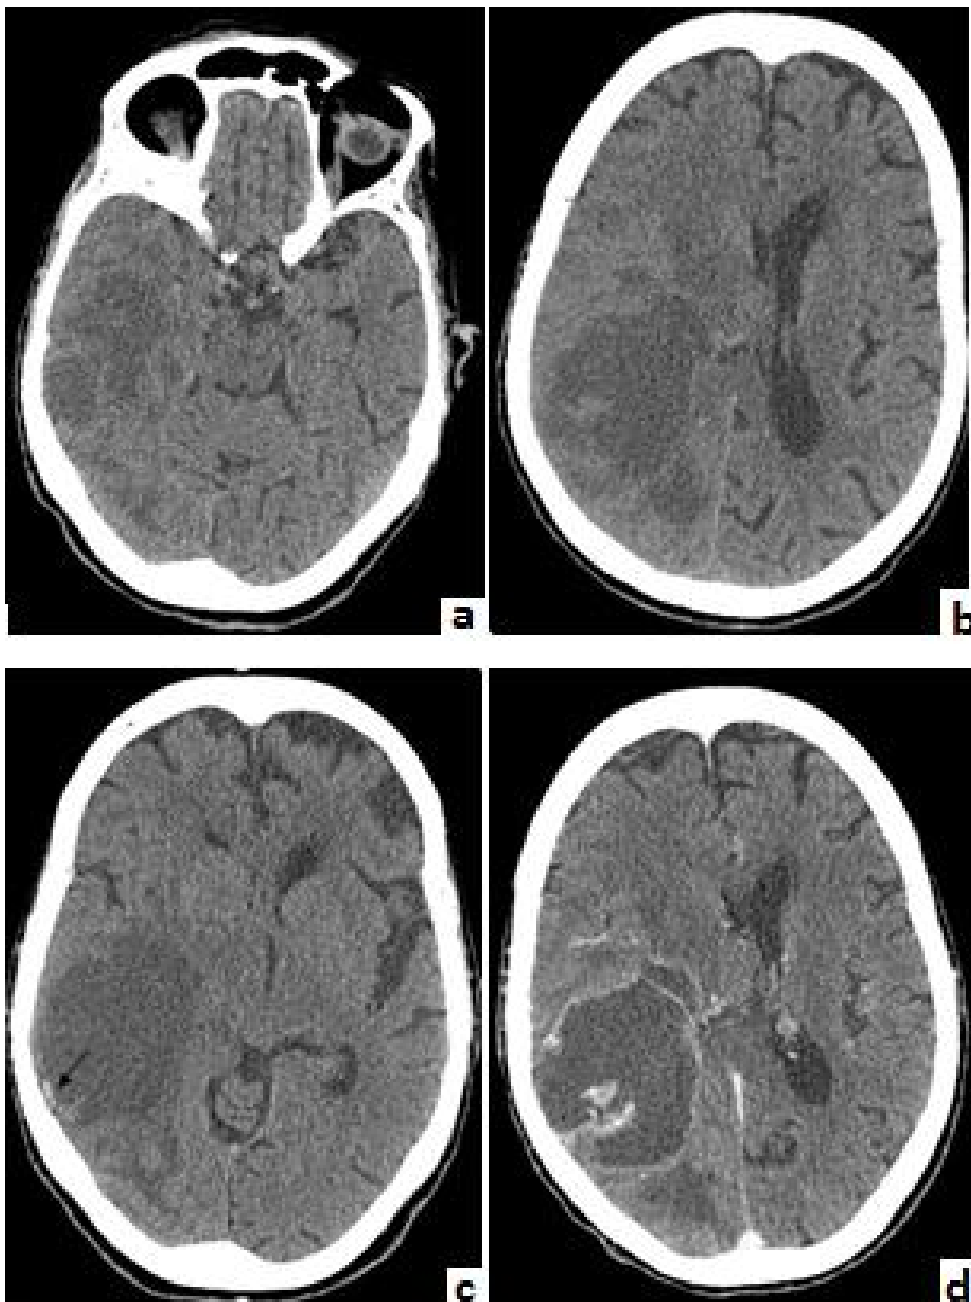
TDM cérébrale (a, b) + IRM cérébrale (c, d, e, f)
